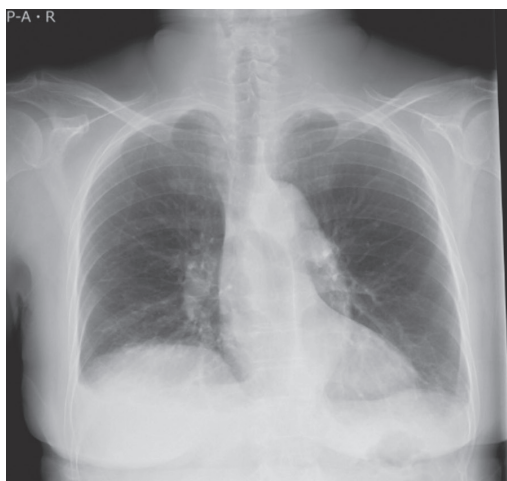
a) 入院時胸部X線、b) 心電図 (第23病日)
